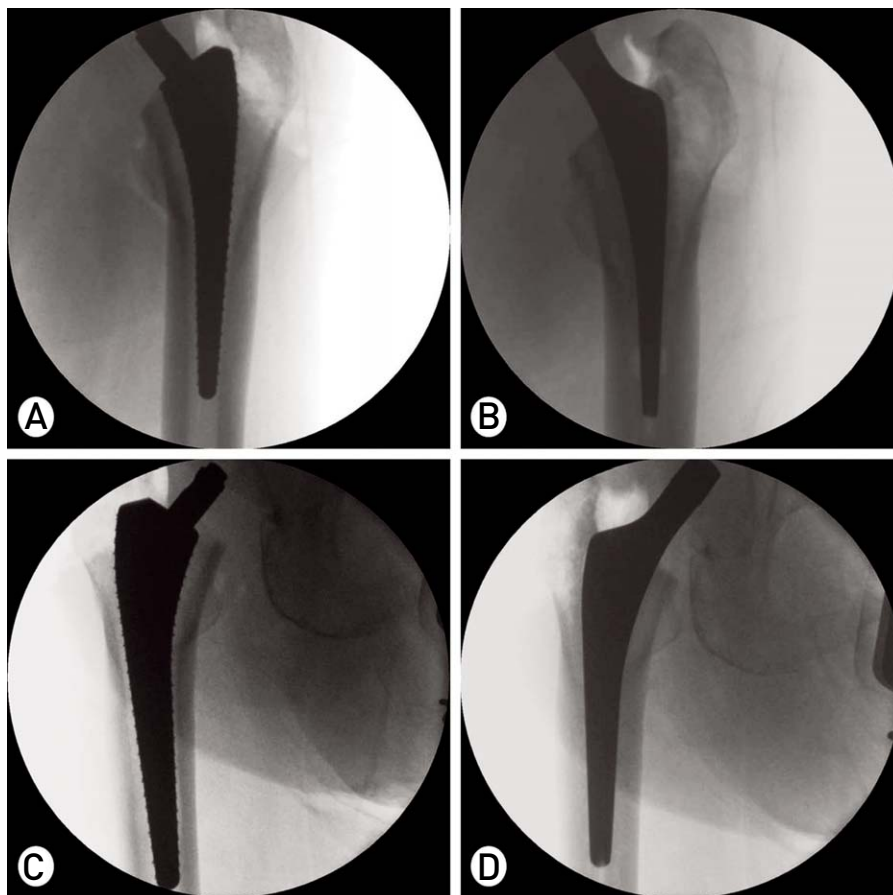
[A, B] The radiographs show thin cement mantle thickness is expected in the lateral area of distal femoral stem and its corrected condition. [C, D] The radiographs show thin cement mantle thickness is expected in the medial area of distal femoral stem and its corrected condition.
